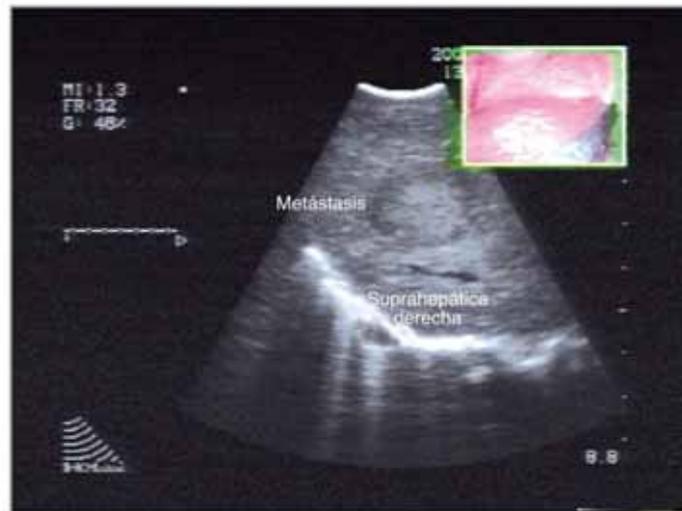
Ecografía por laparoscopia: metástasis hepática (imagen en ojo de buey).
